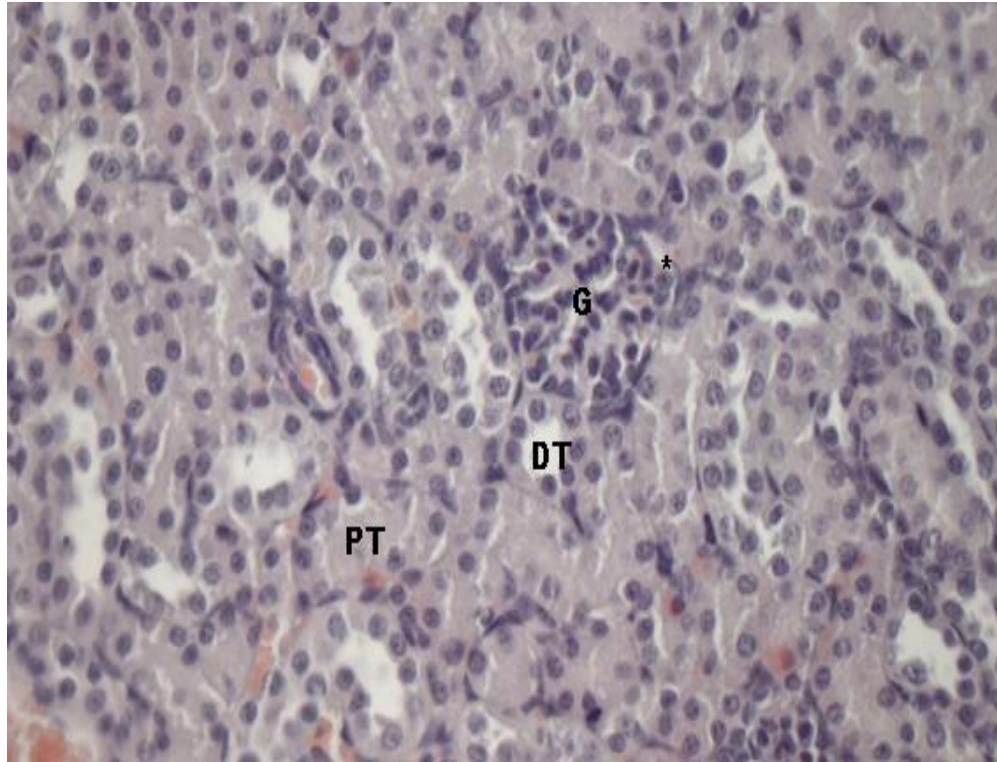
21 günlük kontrol grubuna ait böbrek cisimciği yapısı (G), proksimal (PT), distal tübüleri (DT) ve toplama kanalı (TK) normal görünümde izlenmektedir (MTK, 40x).
